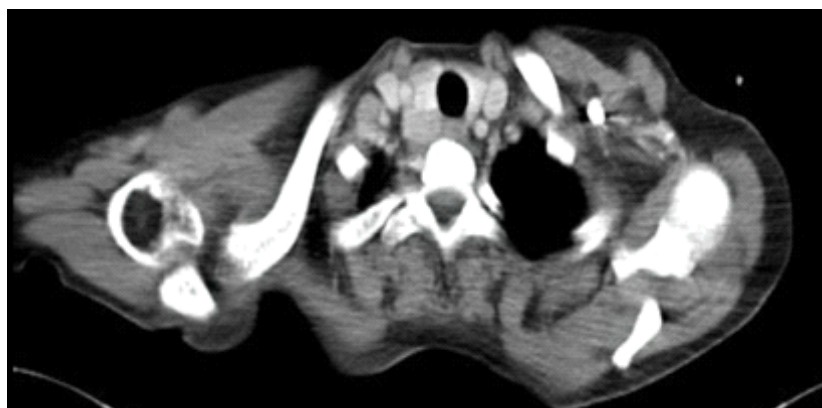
Tomografía: Lesión mixta heterogénea de 22mmx20mm en región supraclavicular derecho y mediastino superior
